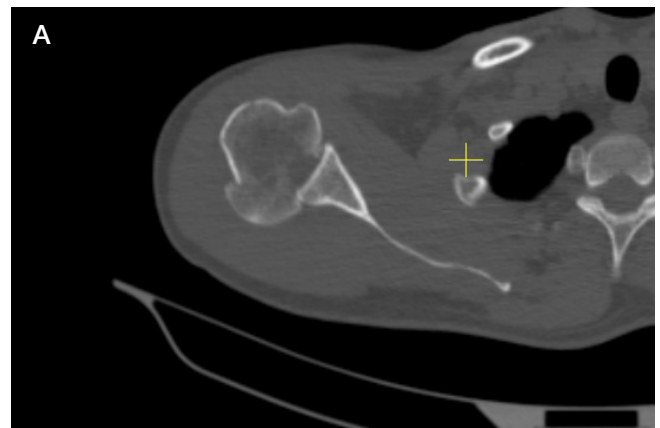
Аксиальный срез КТ правого плечевого сустава пациента С. через 3 недели с момента травмы (А). Объемная реконструкция проксимального отдела правой плечевой кости пациента С. через 3 недели с момента травмы (Б)
